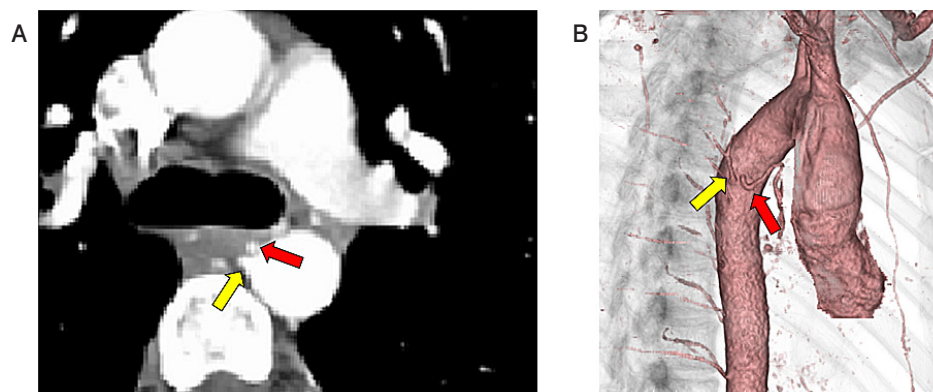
Contrast-enhanced CT (A) and 3D-CT (B) findings show dilation of left (red arrows) and right bronchial arteries (yellow arrows).
